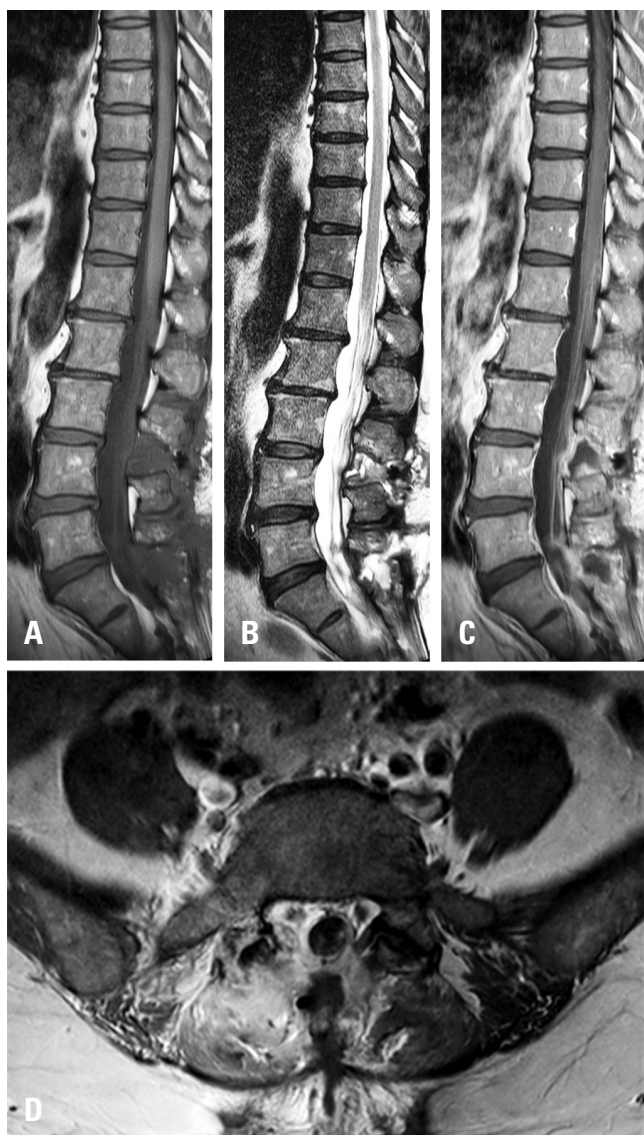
At the first visit, a small amount of fluid collection was seen in the right L5-S1 facet joint on the T1-weighted contrast-enhanced view. (A) T1-weighted sagittal view, (B) T2-weighted sagittal view, (C, D) T1-weighted contrast-enhanced sagittal and axial views).
